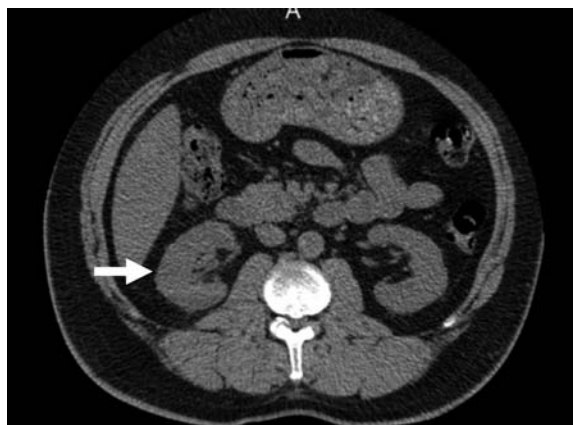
腹部単純 CT (f-TUL 前). 右腎結石と尿管ステント. 矢印 (実線): 結石. 矢印 (点線): 尿管ステント.
